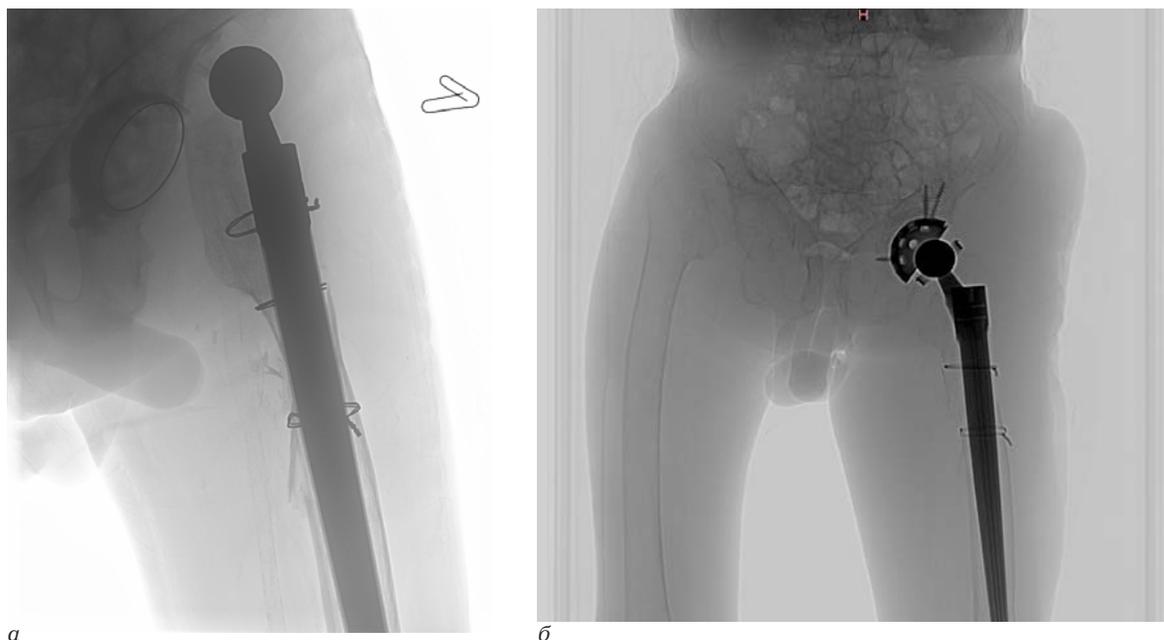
Окончательные рентгенограммы: *а* – после вывиха эндопротеза на цементной чашке Contemporary, Stryker; *б* – после установки ревизионного ацетабулярного компонента Trilogy, Zimmer со связанным вкладышем Constrained
